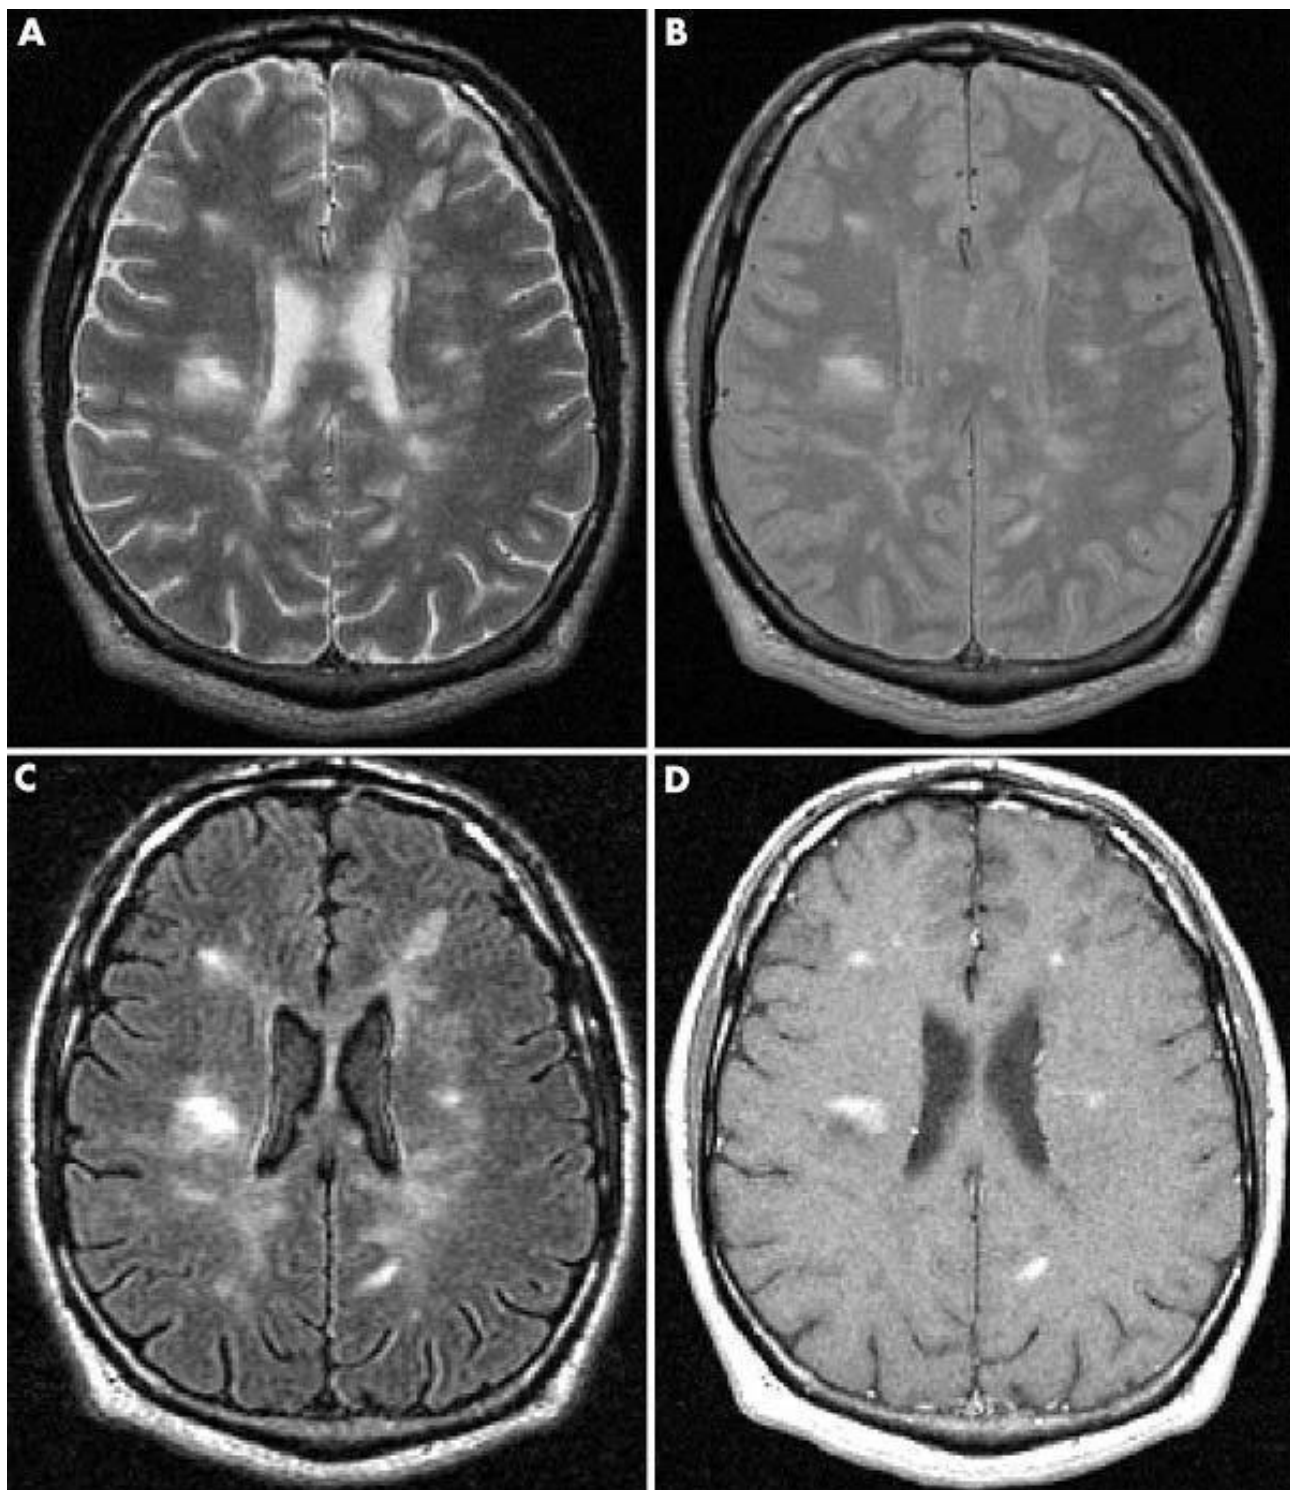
Розсіяний склероз на МРТ
